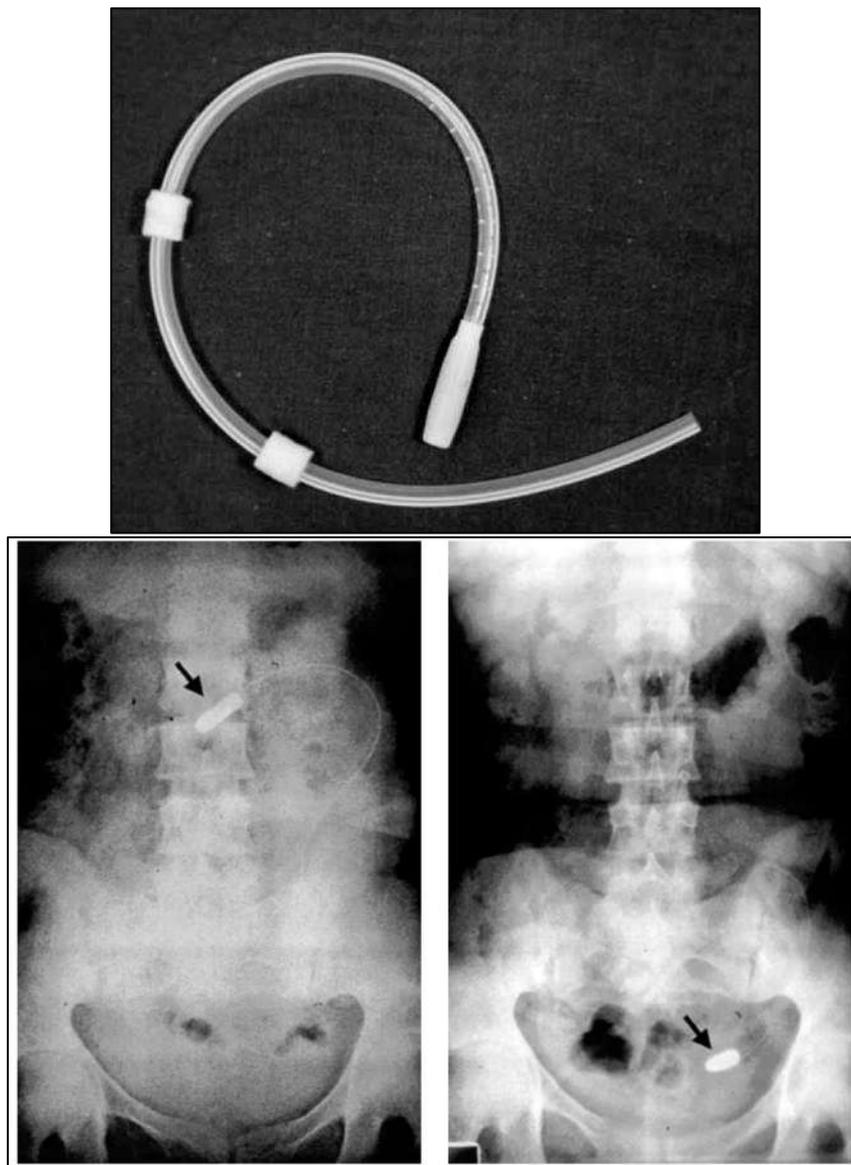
Catéter Autoposicionado: Con contrapeso en su punta. Comparación de radiografías de pie y decúbito: Punta de catéter cae por gravedad a hueco pélvico. Tomado de Di Paolo N, Capotondo L, Sansoni E, Romolini V, Simola M, Gagliotti E, Bercia R, Buon cristiani U, Cantu P, Concetti M, De Vecchi A, Fatuzzo P, Giannattasio M, La Rosa R, Lopez T, Lo Piccolo G, Melandri M, Vezzoli G, Orazi E, Pacitti A, Ramello A, Russo F, Napoli M, Tessarin MC. *The self-locating catheter: Clinical experience and follow-up. Perit Dial Int 2004 (86).*
